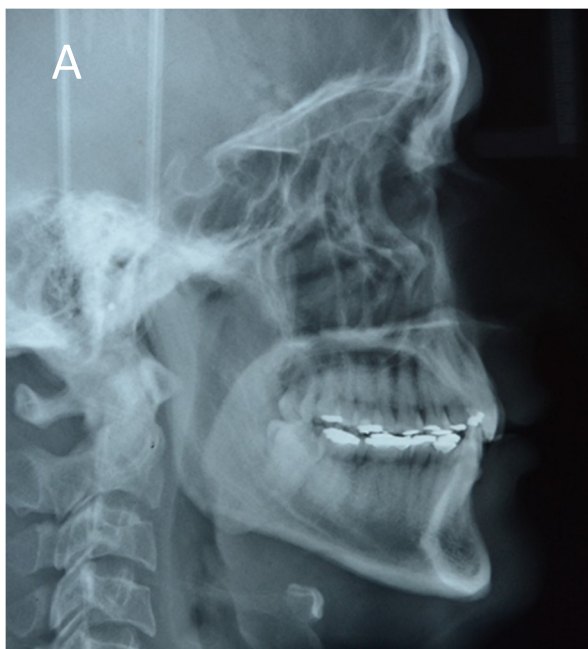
(A) Radiografía cefalométrica inicial y (B) Trazado cefalométrico inicial
